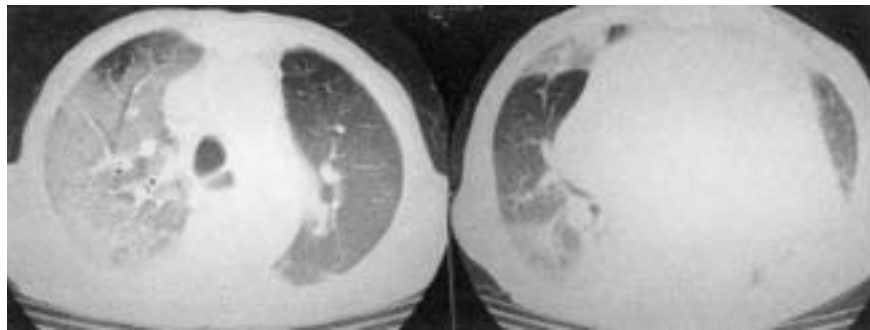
Chest CT : just after hemoptysis
